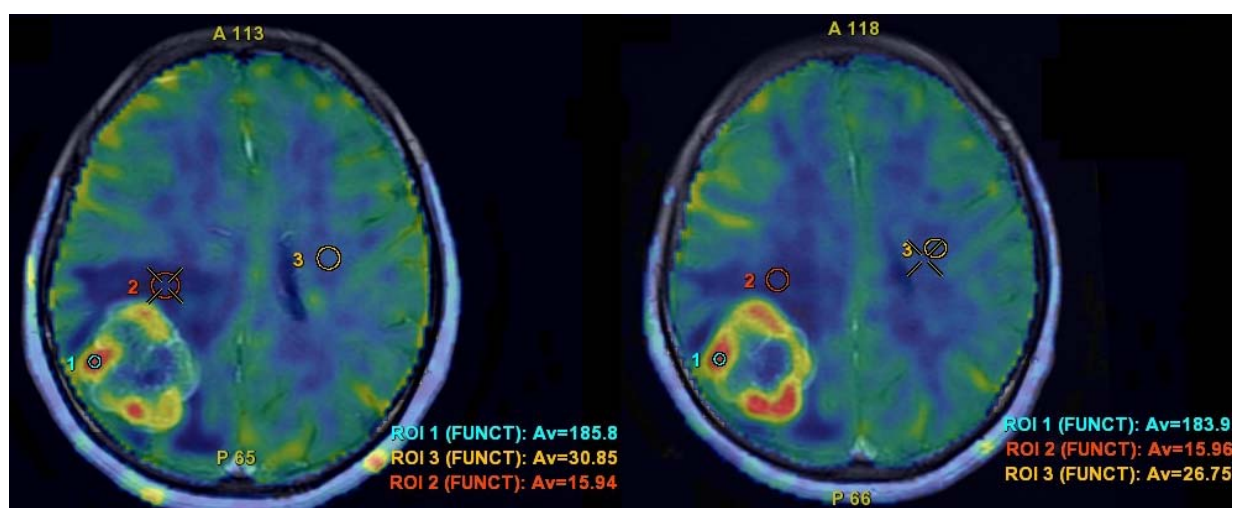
МР-перфузия пациентки № 5. МР-перфузия до и после проведения предоперационной стереотаксической радиохирургии: 1-СВФ метастаза, 2- СВФ перифокальной зоны, 3- СВФ нормального мозгового вещества
